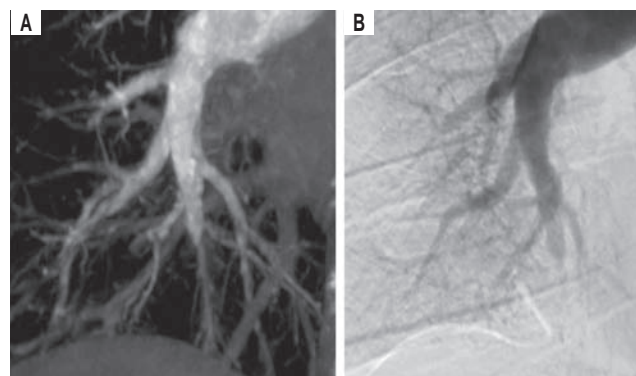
Конусно-лучевая компьютерная томография. По данным, полученным с помощью: А – конусно-лучевой компьютерной томографии, В – обычной катетерной ангиографии легочной артерии, у 45-летнего мужчины с хронической тромбоэмболической легочной гипертензией продемонстрировано, что при конусно-лучевой компьютерной томографии получают более детальные изображения патологии сегментарных и субсегментарных легочных артерий
